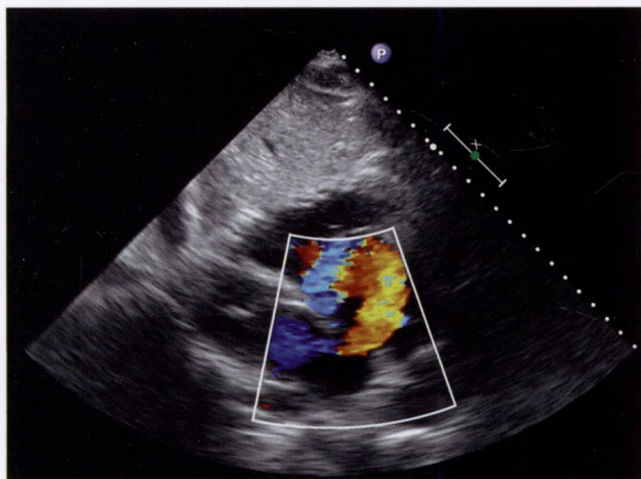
Эхокардиограмма больной М. Первичный ДМПП 1,5 см в диаметре
